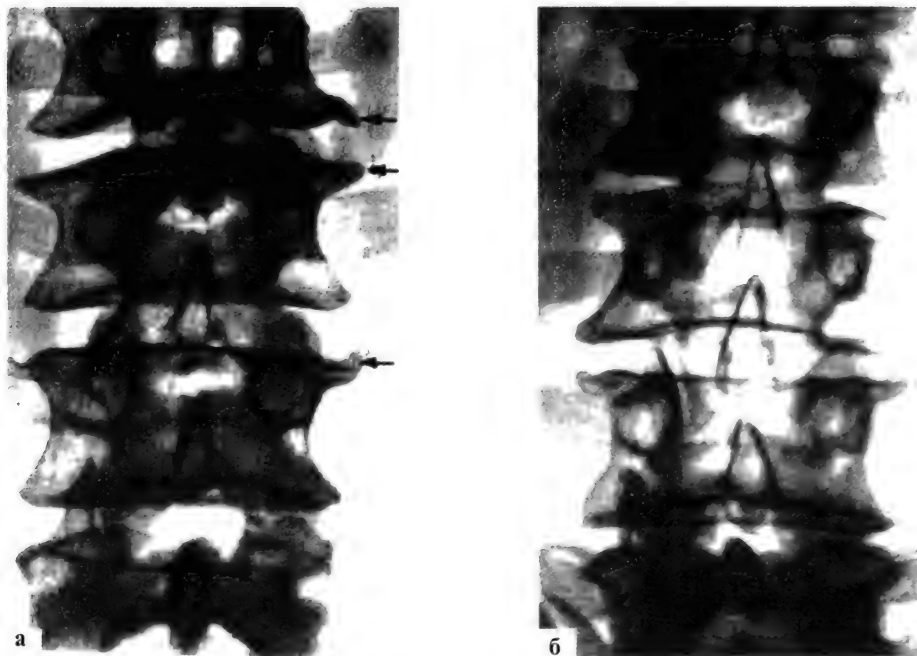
Деформирующий спондилез и остеохондроз поясничного отдела позвоночника (а, б). Изменение замыкательной пластинки с формированием «крючковидных» отростков. Рентгенограммы
